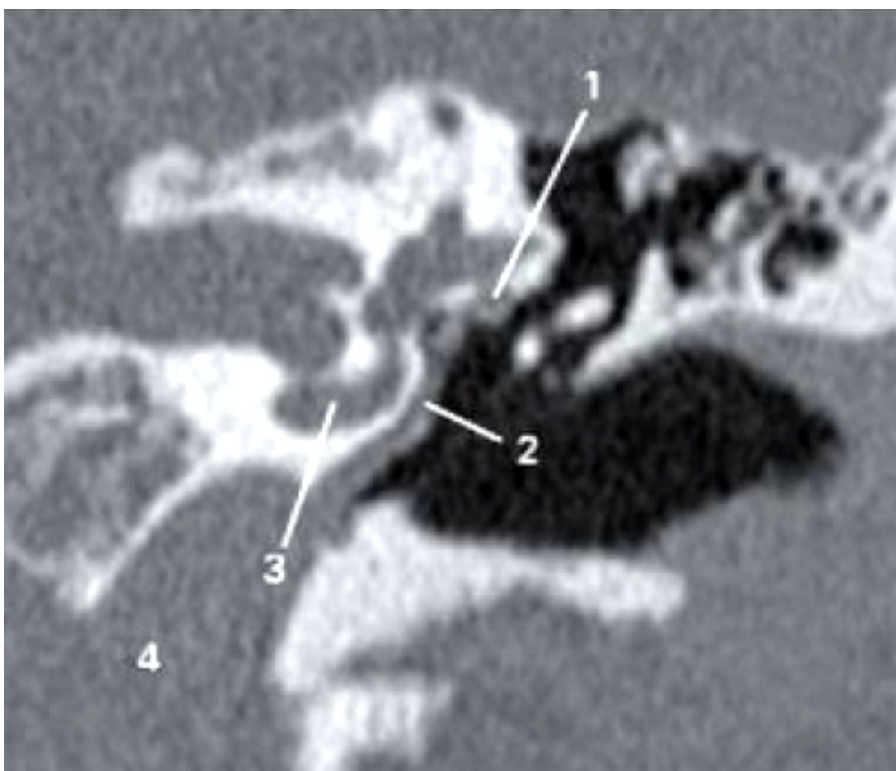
TDM en coupe frontale de la région des fenêtres- Persistance d'une artère stapédienne [167]. 1. Canal facial tympanique ; 2. Artère stapédienne ; 3. Cochlée ; 4. Canal carotidien.
